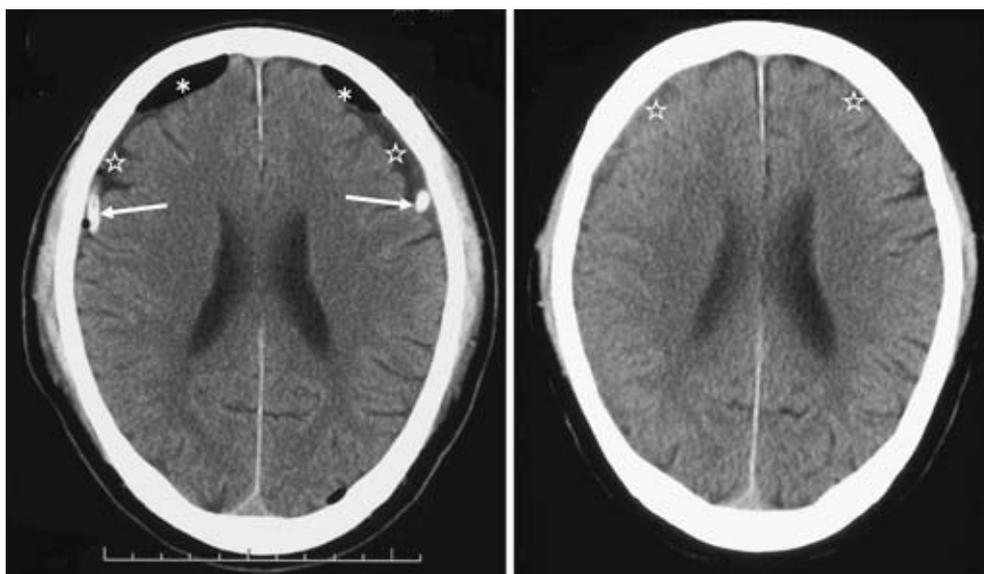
Brain CT (post operation)
